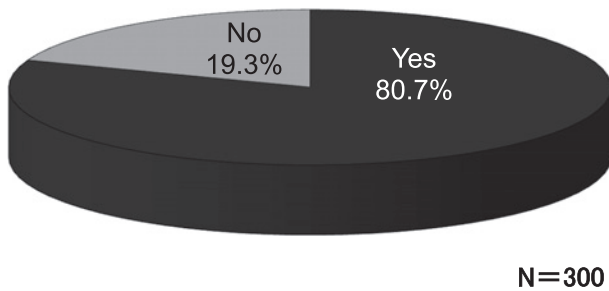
Knowledge of the guidelines for low-dose CT lung cancer screening.
